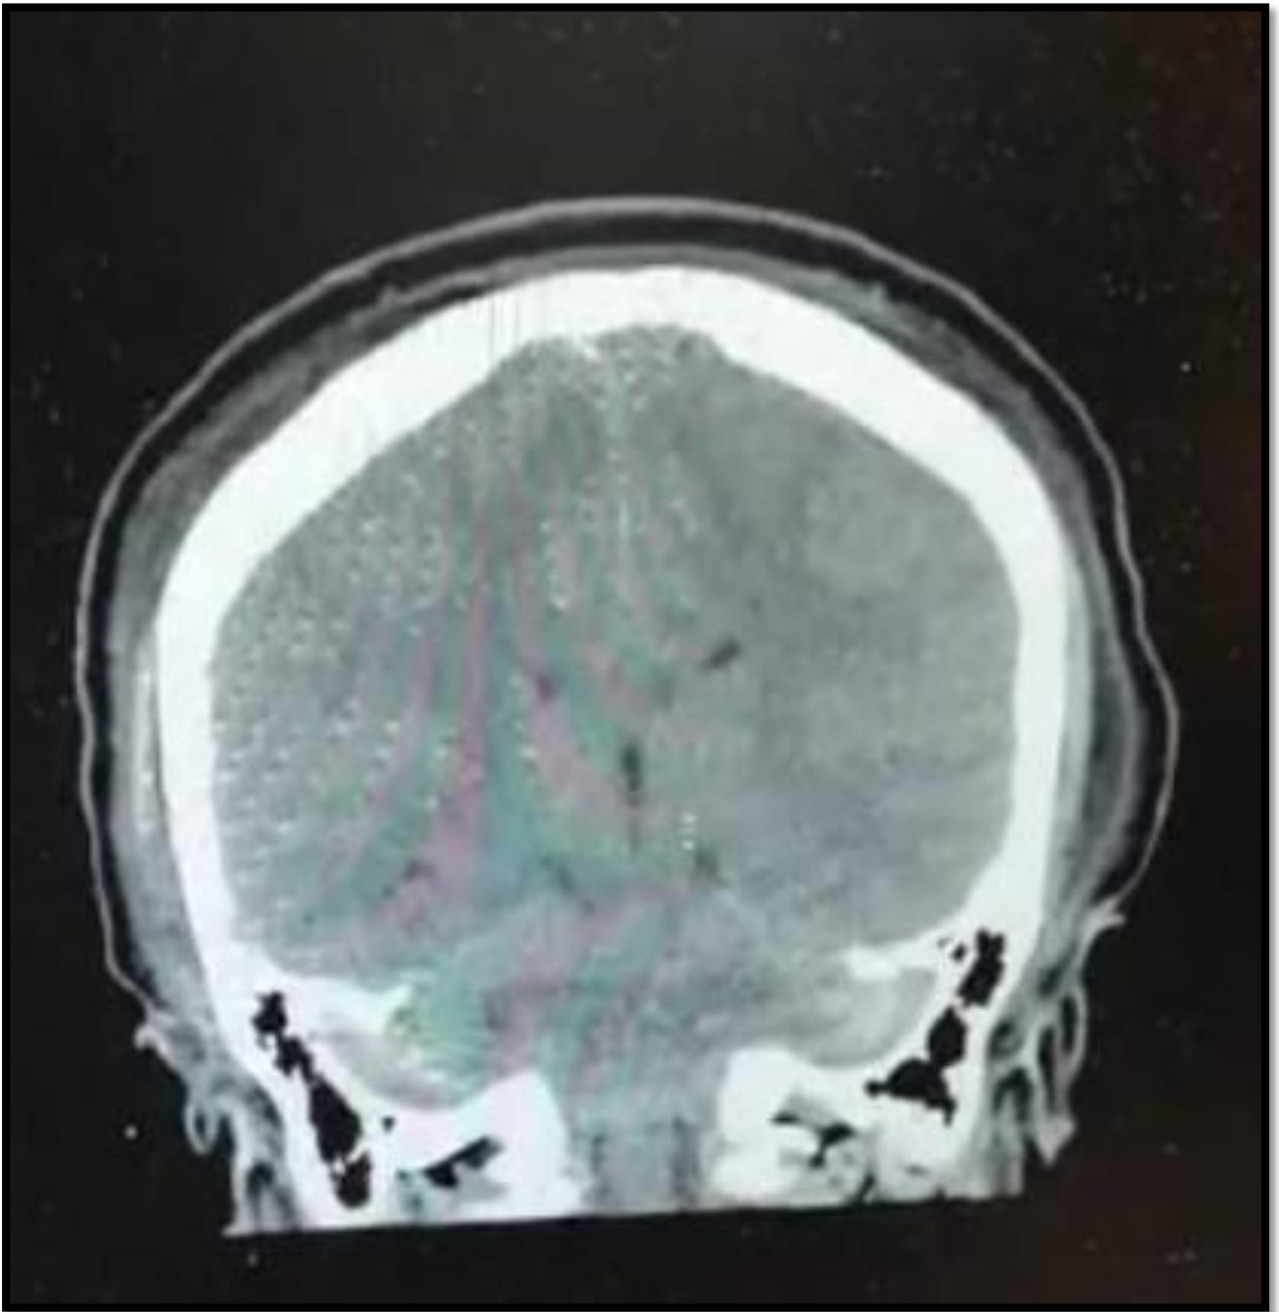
TAC cráneo simple. Valoración inicial
